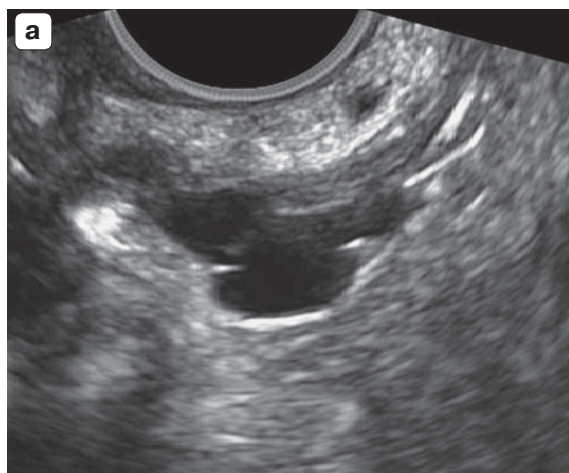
Больная Н., 28 лет. а – эхотомограмма однокамерного гидросальпинкса левой маточной трубы; б – гистеросальпингограмма.
